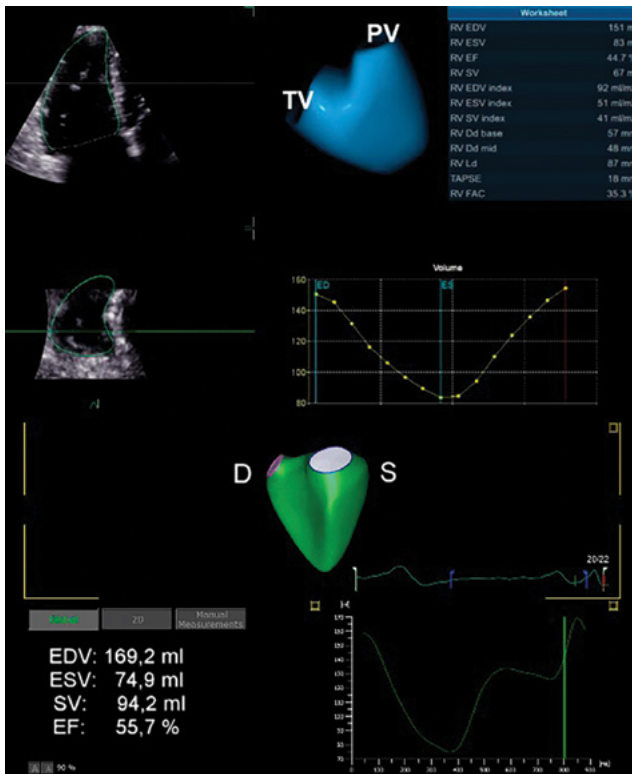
Determinación de la FEVD por ecocardiografía tridimensional.
